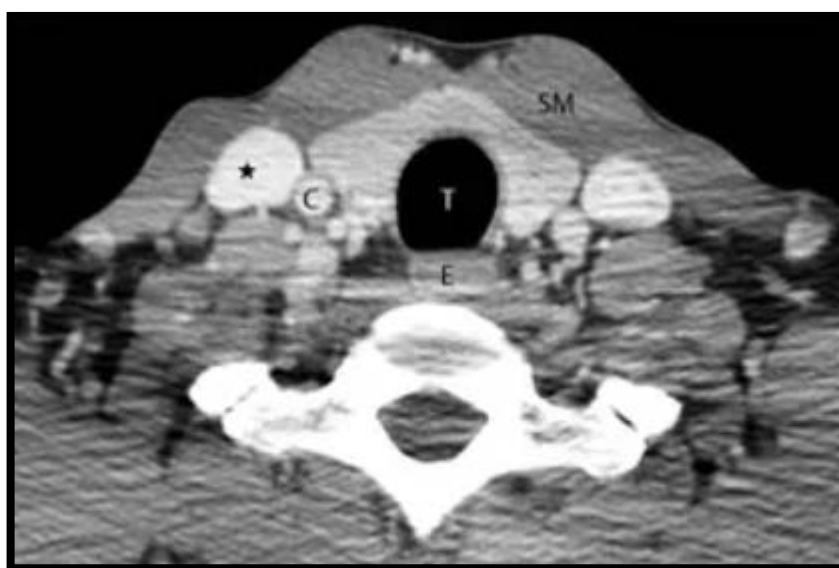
TDM cervicale avec injection de produit de contraste en coupe axiale, montrant un rehaussement homogène de la glande, légèrement moins dense que la veine jugulaire interne (28)
